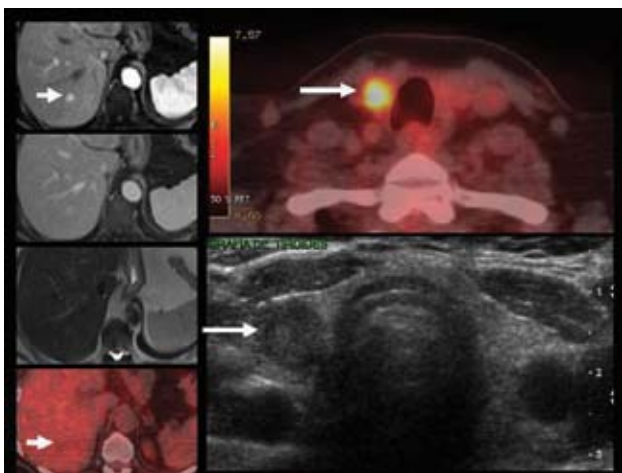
Mujer de 58 años con cáncer de mama tratado. Se realiza PET/CT por imagen focal hepática sospechosa de localización secundaria (flecha corta). En las imágenes de RM se visualiza pequeña lesión hipervascular en lóbulo hepático derecho, sin captación significativa de FDG, de aspecto benigno, posiblemente una hiperplasia nodular focal. Incidentalmente se identifica foco hipermetabólico tiroideo derecho (Flecha larga). En ecotomografía se observa nódulo hipocogénico de 10 mm, el que se biopsia, con resultado de carcinoma papilar de tiroides.
